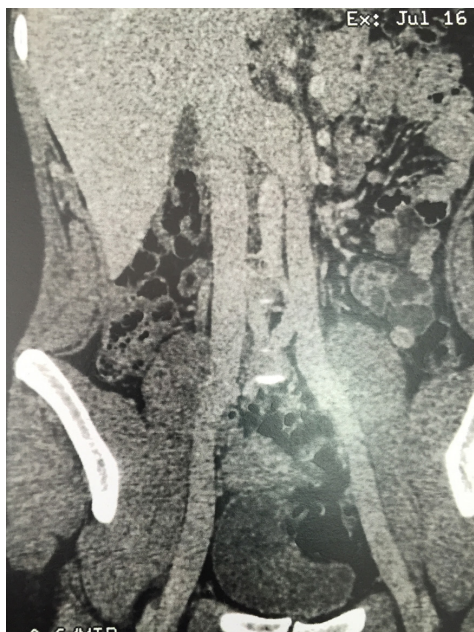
Angiotomografia de fase venosa mostrando duplicidade de veia cava inferior, formando conduto único a partir de desembocadura de veia renal esquerda.
